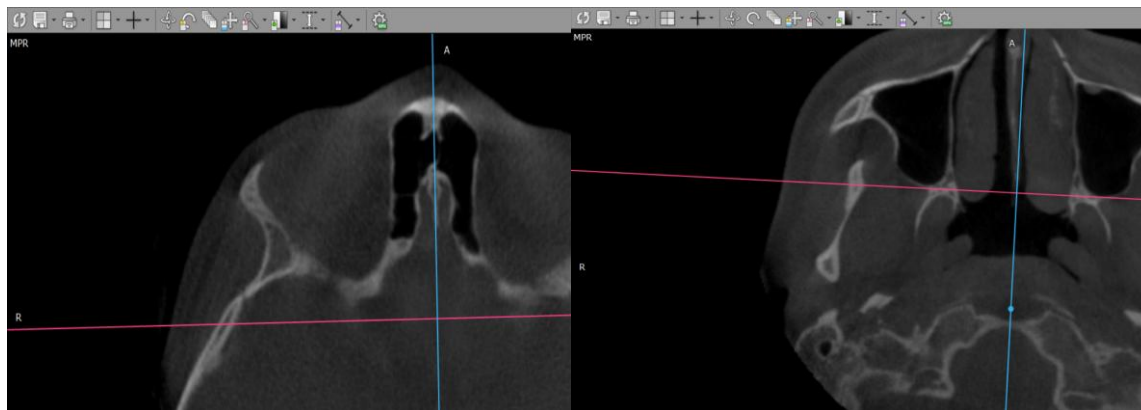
Orientación de la tomografía computarizada
